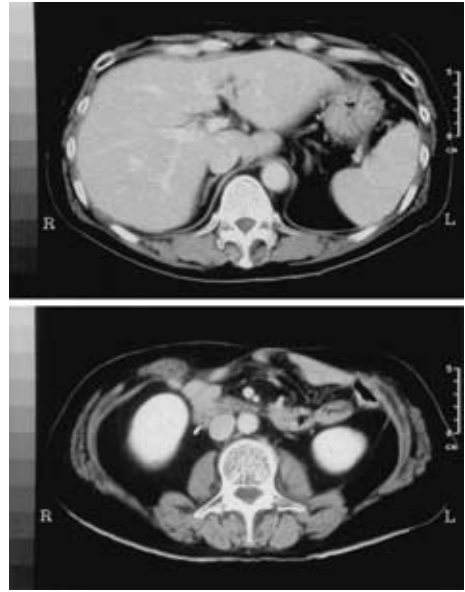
Abdominal computed tomography showed no abscess in abdomen and retroperitoneal space.
